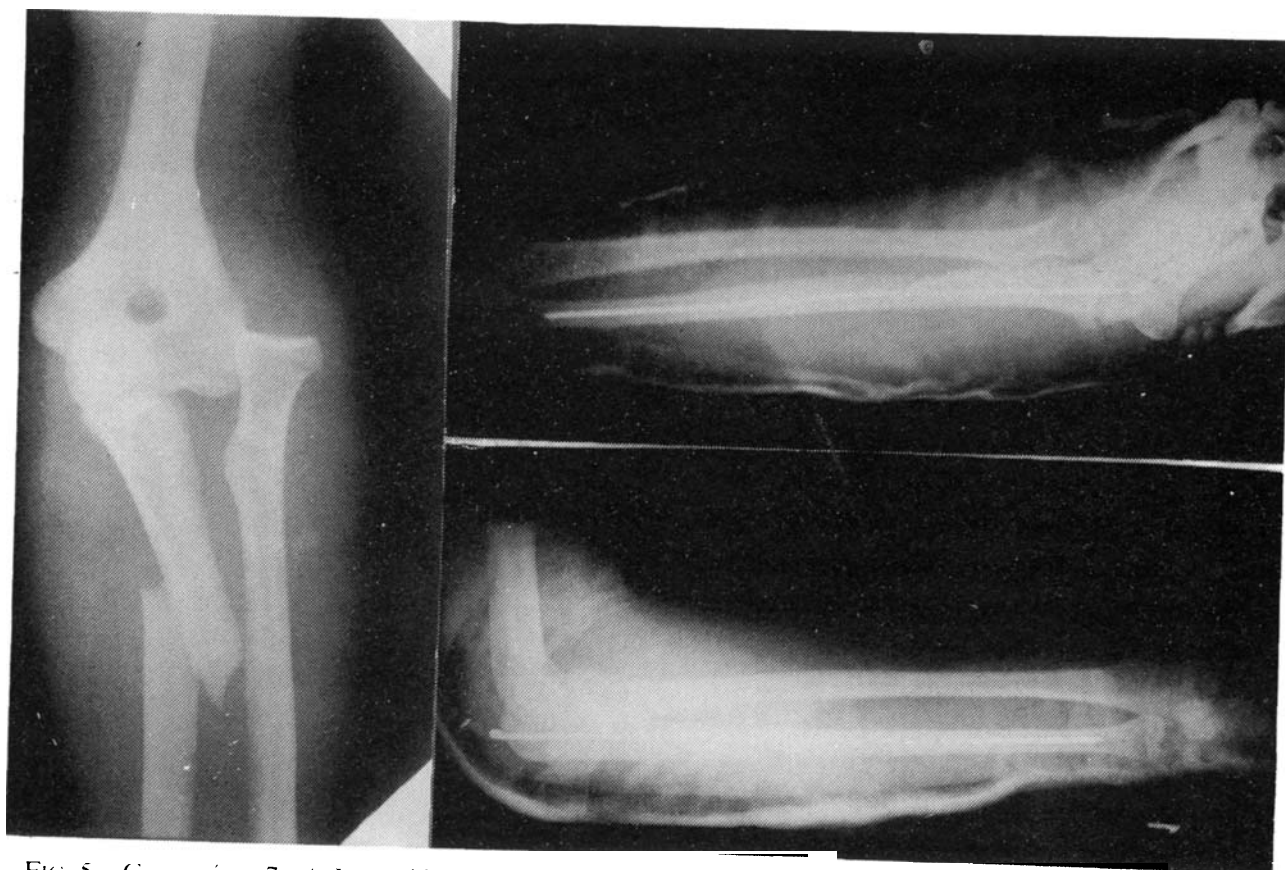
Caso núm. 7. A. Luxación anteroexterna. B. Radiografía postoperatoria. Proyección anteroposterior. C. Radiografía postoperatoria. Proyección lateral.
